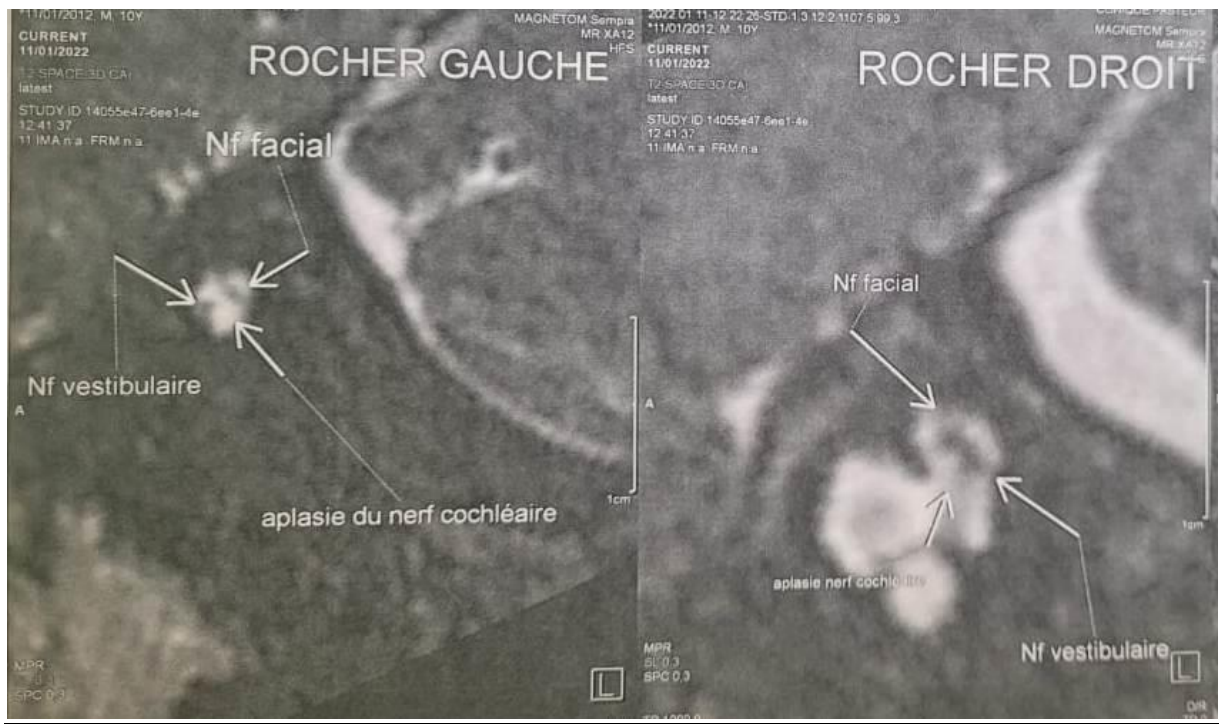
IRM montrant une aplasie du nerf cochléaire bilatérale
